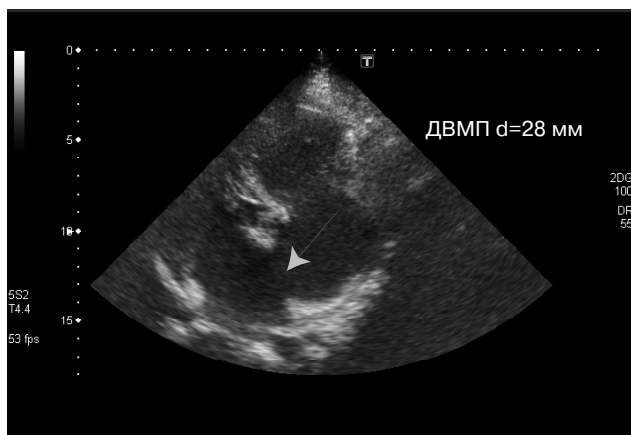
Эхокардиография до операции. Дефект вторичной межпредсердной перегородки.
